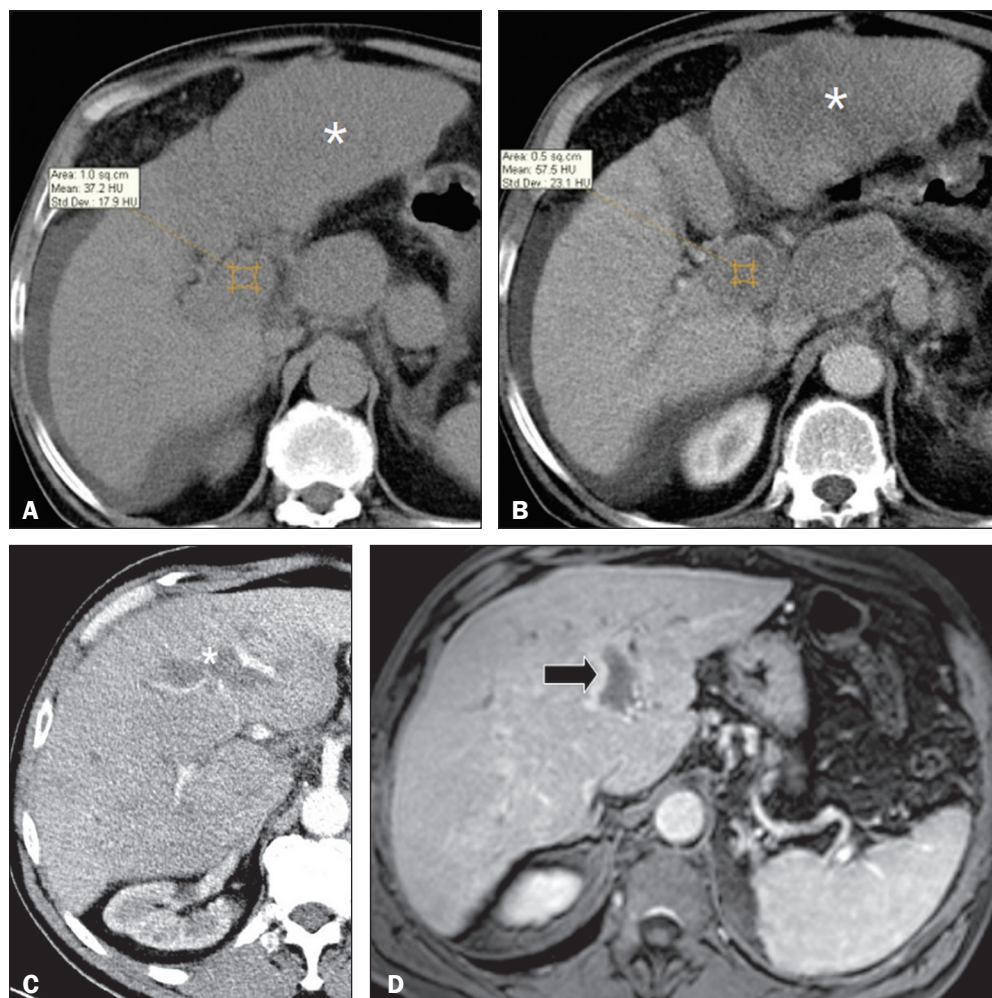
A,B: Trombo tumoral secundário a CHC (asteriscos) visto na TC. Cortes axiais obtidos antes (A) e após administração do contraste mostrando realce no trombo (realce de 20 UH, ou seja, 37 UH na fase pré-contraste e 57 UH na fase pós-contraste). Além desse critério, há expansibilidade do vaso, também relacionada ao componente tumoral. C: Paciente com trombo hemático identificado em corte axial de TC na fase portal revelando ausência de realce do trombo (asterisco). D: Paciente com trombo hemático identificado em RM ponderada em T1 pós-contraste, com trombo no ramo esquerdo da veia porta (seta) sem apresentar realce.
